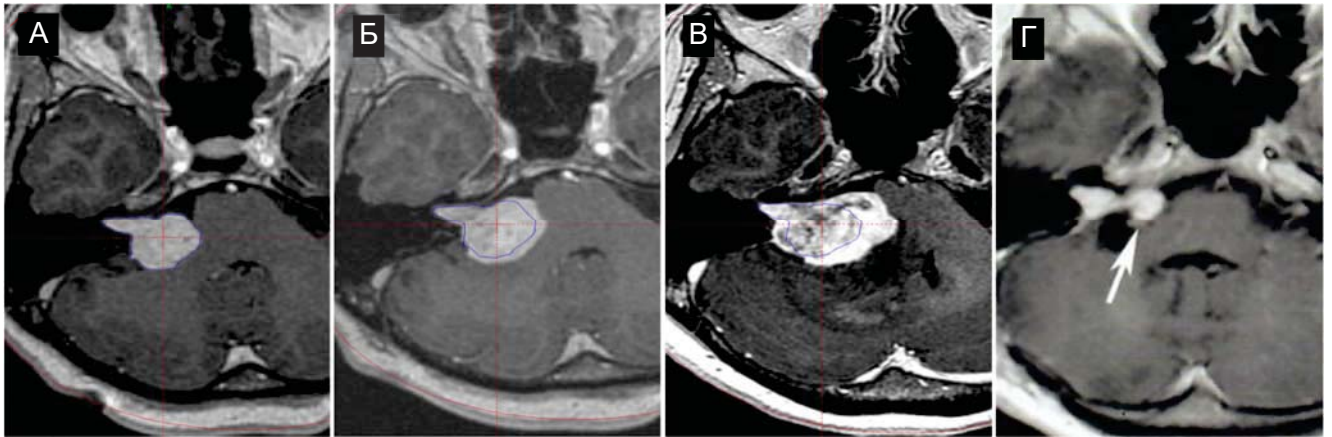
Данные МРТ головного мозга (аксиальные срезы): женщина, 38 лет. А – на момент первой СРХ. $V=4,4 \text{ см}^3$; Б – на момент второй СРХ. $V=6,9 \text{ см}^3$; В – через 23 месяца после повторной СРХ. $V=12,6 \text{ см}^3$, грубая компрессия ствола мозга и 4-го желудочка, выраженный перифокальный отек; Г – регресс локальной компрессии и перифокального отека после субтотальной резекции опухоли. $V=0,8 \text{ см}^3$ (белая стрелка)
